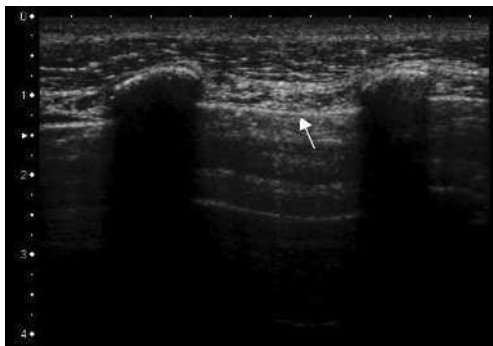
Ligne pleurale, coupe longitudinale. On distingue deux côtes produisant un arrêt des ultrasons responsable d'un cône d'ombre postérieur. Le glissement pleural correspond à un mouvement de va-et-vient de la ligne pleurale (flèche).
